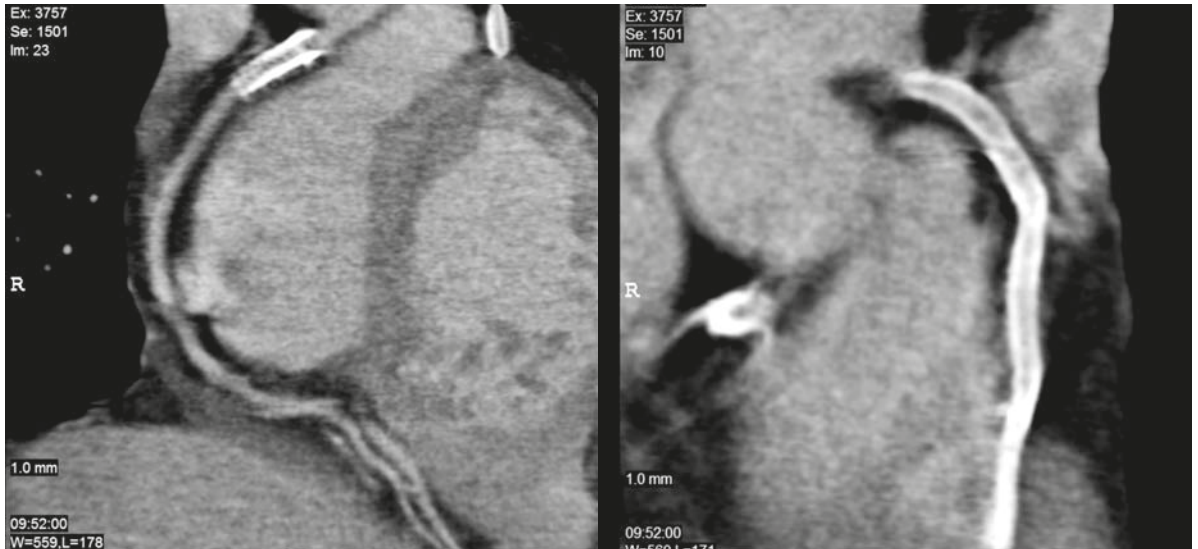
A. Tomografía multilínea de arteria coronaria derecha, a los doce meses de seguimiento, donde se observan los stent permeables. B. Tomografía multilínea de tronco coronaria izquierda y arteria descendente anterior a los doce meses, donde se observan los stent permeables.
